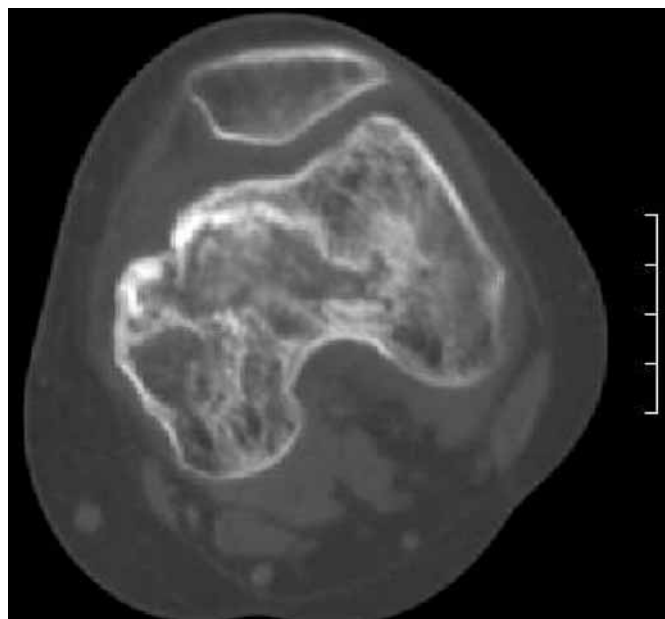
Хвора Д., СКТ колінного суглоба. Визначається патологічний перелом у ділянці медіального виростка та надвиростка стегнової кістки з поширенням у міжвиросткову ямку
